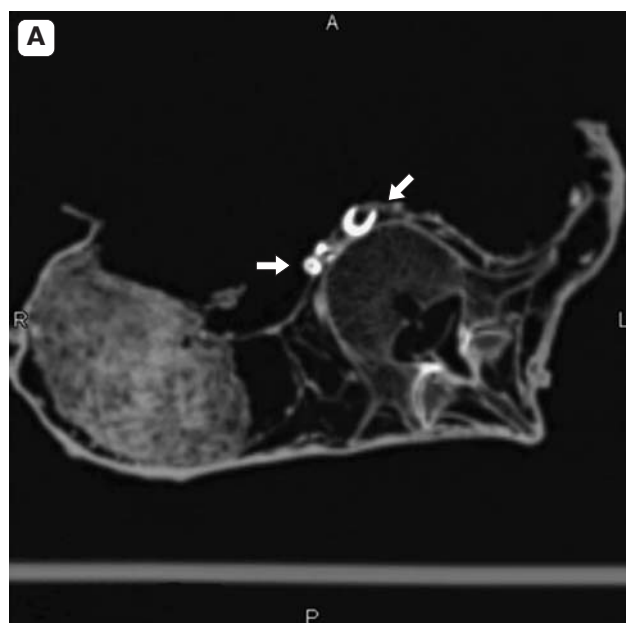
Атеросклероз общих подвздошных артерий. КТ-проекция максимальной интенсивности, демонстрирующая выраженный кальциноз (стрелки) общих подвздошных артерий в аксиальной (А) и фронтальной (Б) проекциях в мумии принцессы, жившей во Втором промежуточном периоде.
